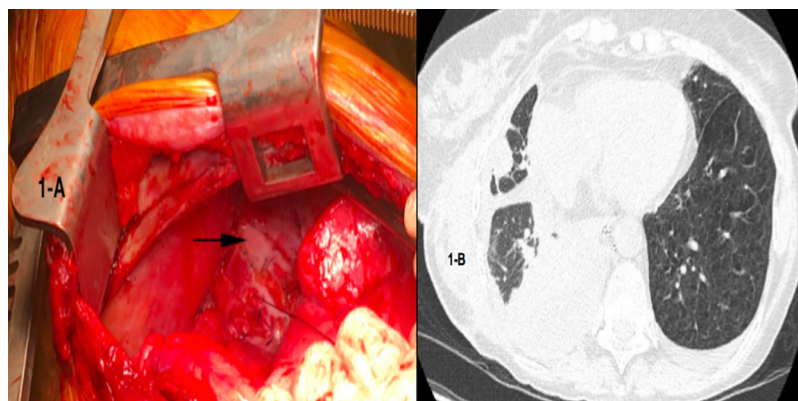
A: identificación de la fístula quilosa en el acto quirúrgico. B: TC mostrando el quilotórax refractario al tratamiento médico y dietético.
